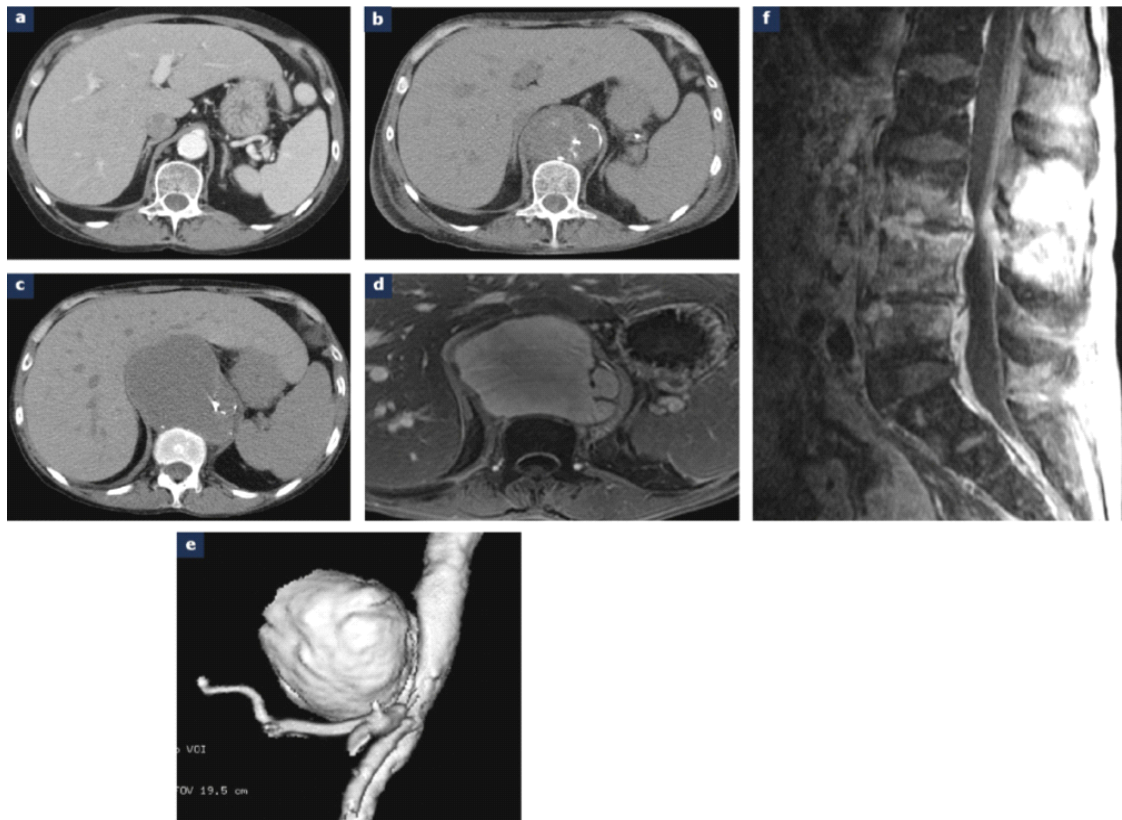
Anévrisme mycotique de l'aorte abdominale sus rénale chez une femme de 53 ans, hémodialysée et présente une septicémie à *staphylococcus aureus* méticilline-sensible [71] : a : scanner abdominal avec injection de produit de contraste réalisé 11 mois plus tôt montrant une aorte athéromateuse de calibre normal; b : scanner abdominal sans injection montrant une dilatation sacciforme de l'aorte abdominale sus rénale (diamètre maximal à 55mm) associée à une rupture du mur de calcifications en regard du collet de l'anévrisme; c : scanner abdominal sans injection réalisé cinq mois plus tard démontrant la croissance rapide de l'anévrisme(diamètre maximal à 100 mm) et absence de calcifications de la paroi anévrysmale; d et e: IRM et Angio-IRM montrant l'anévrisme de l'aorte abdominale sus-rénale, sacciforme, à contours lobulés, sans thrombus mural; f : IRM du rachis lombaire en séquence sagittale T1 après injection de gadolinium et saturation du signal de la graisse: spondylodiscite L3-L4-L5 associée.
